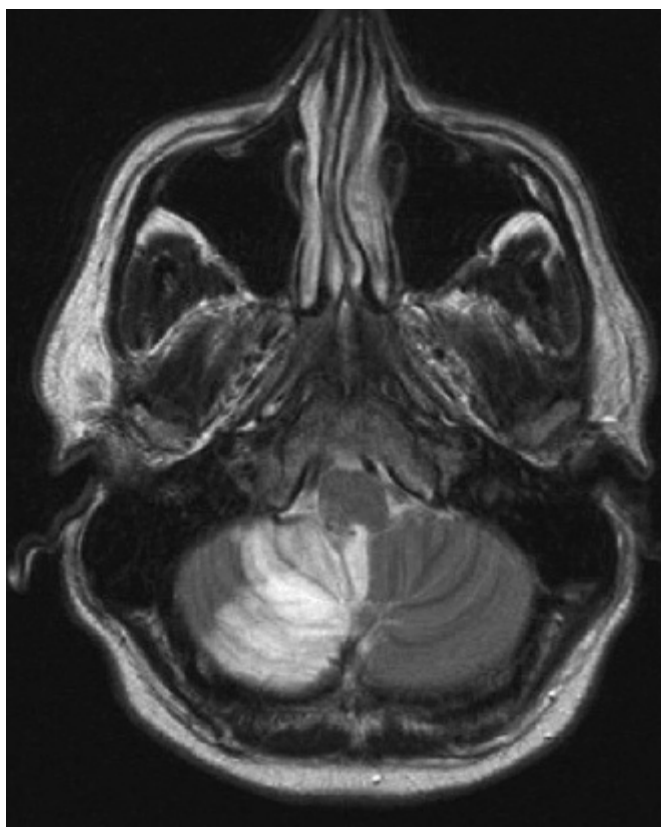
IRM cérébrale enT2 montrant un hypersignal de l'hémisphère droit du cervelet compatible avec un accident vasculaire cérébelleux [56].
